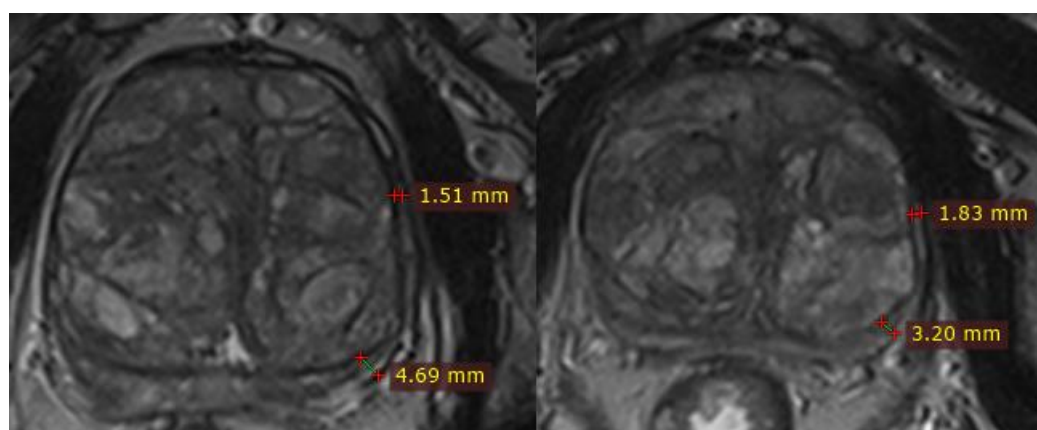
Серия снимков МРТ органов малого таза (Пациент Т., 67 лет. Объем предстательной железы 117 см³)
